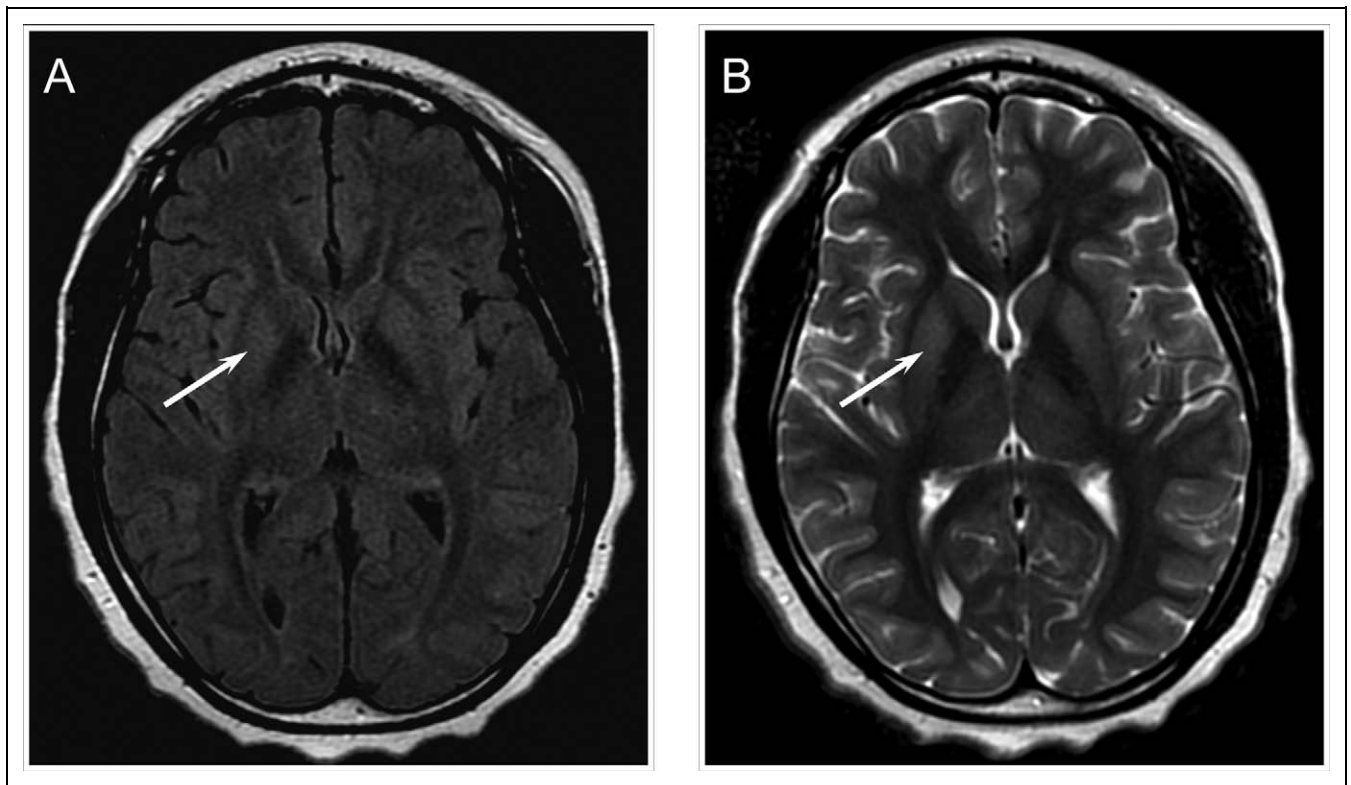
Brain magnetic resonance imaging (MRI) of child A shows hypersignal on fluid-attenuated inversion recovery (A) and T2 weighted imaging (B) the globus pallidus bilaterally (arrows).
